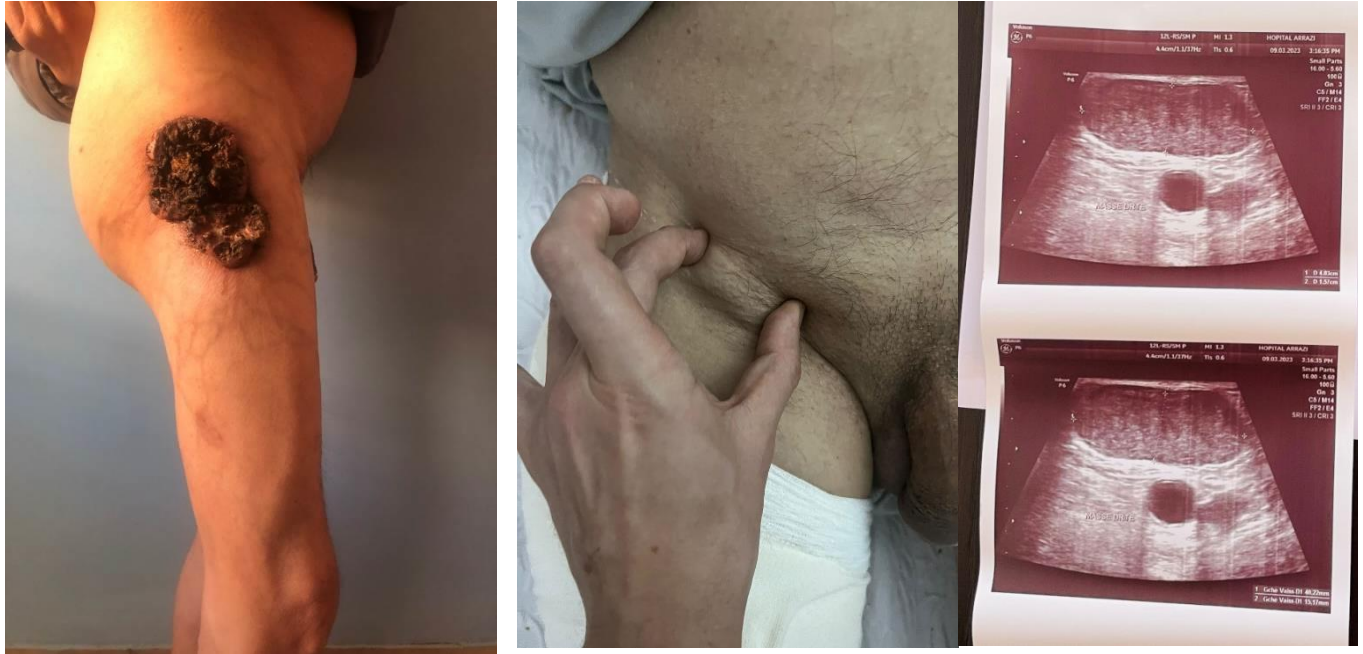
Adénopathie inguinale droite à la palpation et à l'échographie inguinale chez un patient âgé de 68 ans qui se présente pour une tumeur ulcéro-bourgeonnante de la face externe de la cuisse droite sur lésion post traumatique il y a 2 ans.
